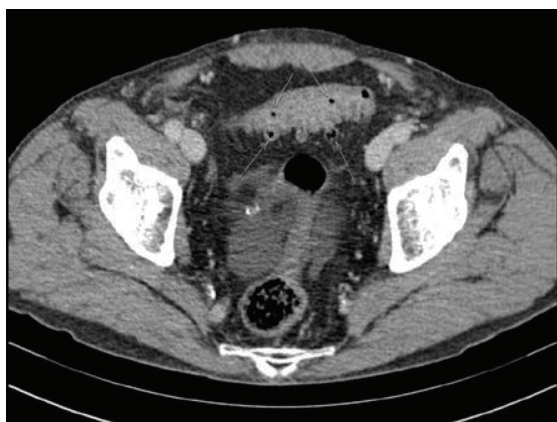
КТ. Поодинокі мішкоподібні дивертикули (до 5 мм) стінки сигмовидної ободової кишки (вказано стрілками). Частина з них заповнена повітрям, частина – рідким вмістом
